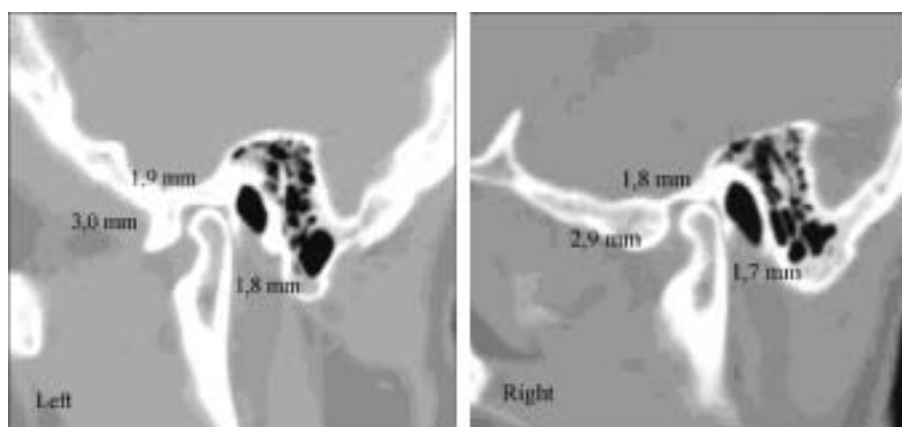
Сагитальные срезы компьютерной томограммы с дистальным смещением суставных головок нижней челюсти.
